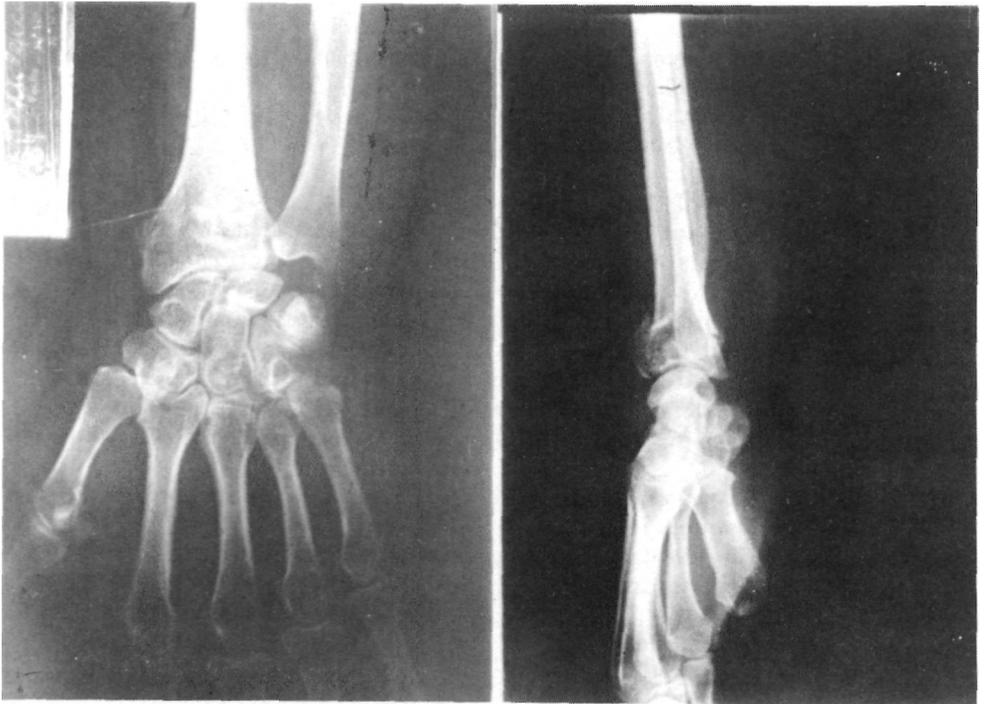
Radiografía de una fractura de POUTEAU-COLLES Tipo III de OLDER.
